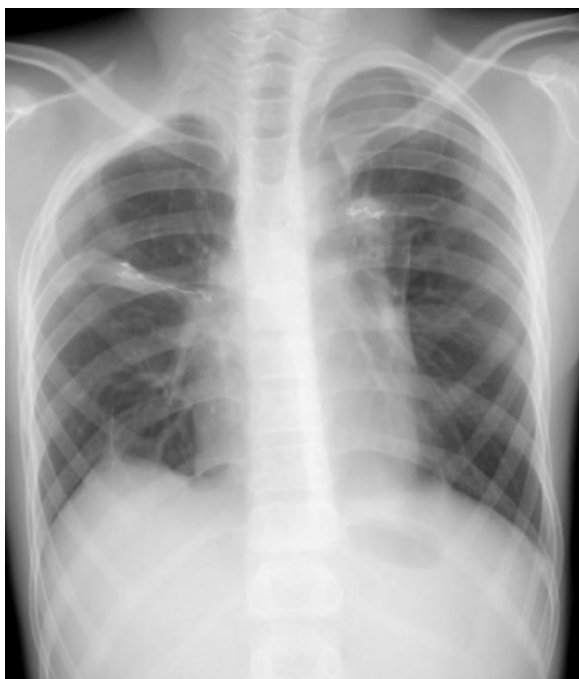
Обзорная рентгенограмма пациента А. через год после выписки. Правый гемиторакс деформирован после торакопластики. В легких очагово-инфильтративные изменения не определяются
